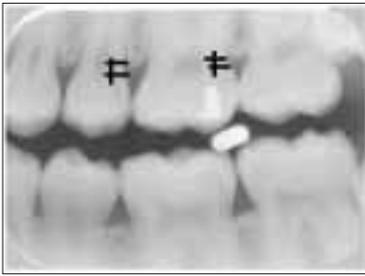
Beispiel einer Messung der Distanz Schmelz-zementgrenze – Crista alveolaris (Röntgenbild auf dem Computerbildschirm).
